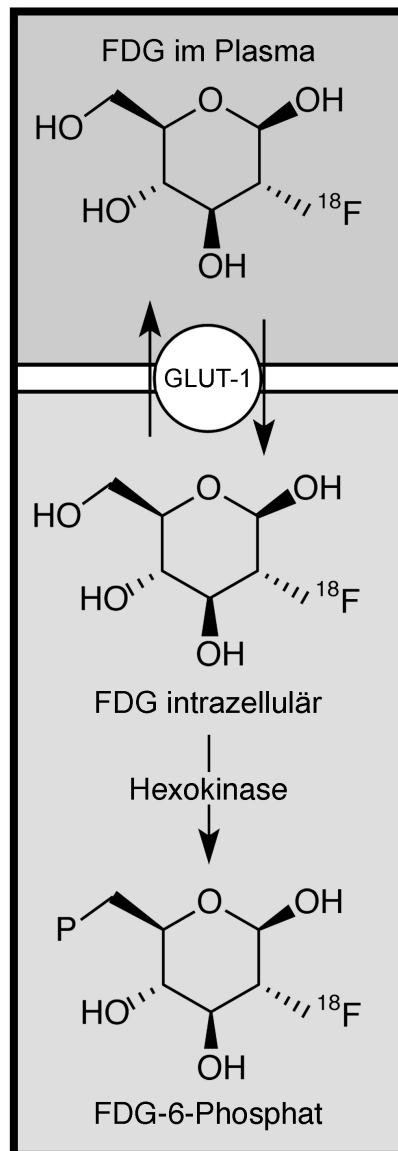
Metabolisierung der 2-Fluoro(18)-2-Desoxy-D-Glukose (FDG) im Körper: Der Transporter GLUT-1 transportiert die FDG aus dem Blutplasma in die Zelle, wo es wie normale Glukose durch das Enzym Hexokinase zu FDG-6-Phosphat umgesetzt wird. (Koopmanns et al., 2009; Abb. modifiziert nach: Nuklearmedizin der Technischen Universitätsklinik München, 2014)
